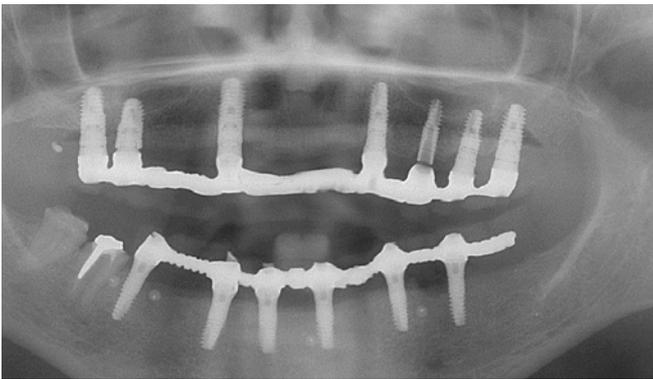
Radiographie panoramique 2011
